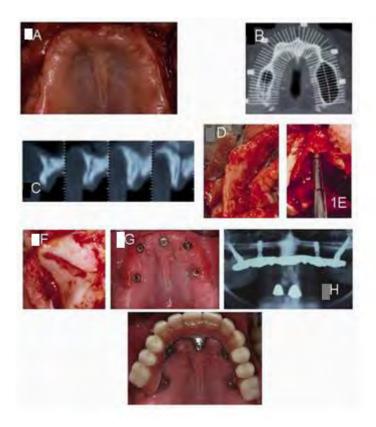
Implante nasopalatino. A) Vista oclusal del maxilar superior edéntulo. B) Corte coronal de la tomografía computada que muestra la atrofia maxilar severa. Se planifica la colocación de un implante en el canal nasopalatino. C) Cortes axiales de la tomografía computada que muestran las dimensiones reducidas del canal nasopalatino. D) Imagen intraoral mostrando la atrofia maxilar a nivel del arbotante canino. E) Utilización de osteodilatadores para labrar el lecho del implante en el canal nasopalatino. F) Creación de una ranura sinusal para guiar la colocación de un implante transcigomático. G) Fotografía intraoral mostrando los tejidos blandos cicatrizados tras la colocación de 2 implantes transcigomáticos, 2 frontomaxilares y 1 nasopalatino. H) Radiografía panorámica que muestra el implante central en el canal nasopalatino y la prótesis definitiva de resina fija atornillada. I) Prótesis definitiva fija atornillada de arco completo con dientes de resina.
